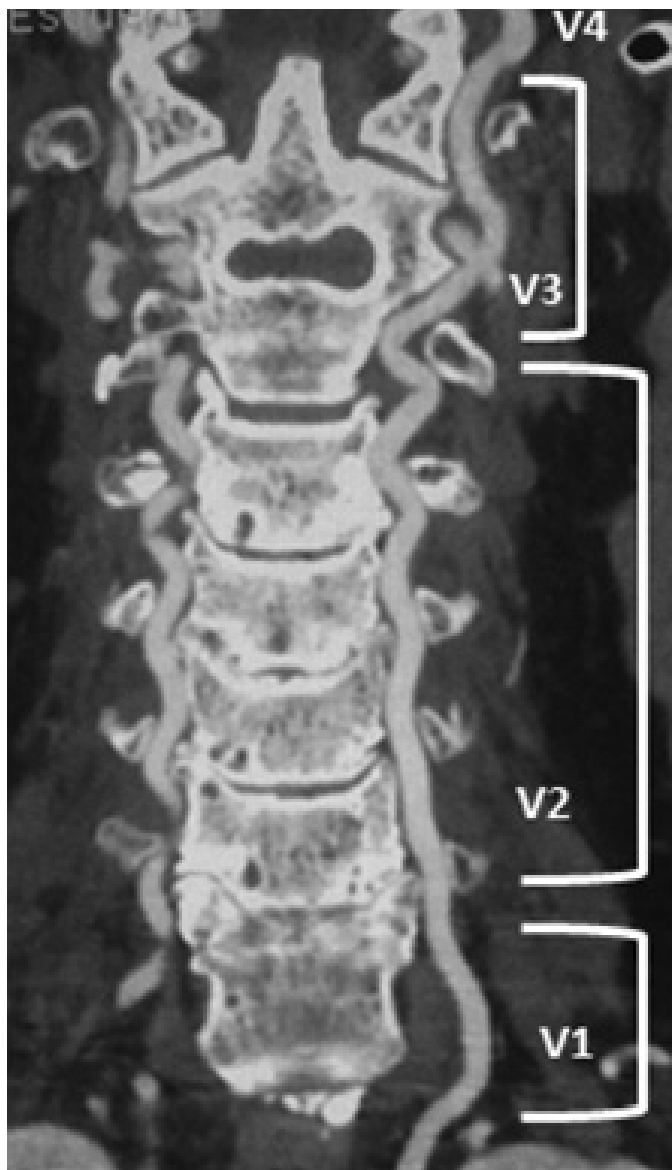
Angio-TC cervical em que se observam os segmentos da artéria vertebral até sua entrada no forame magno.
